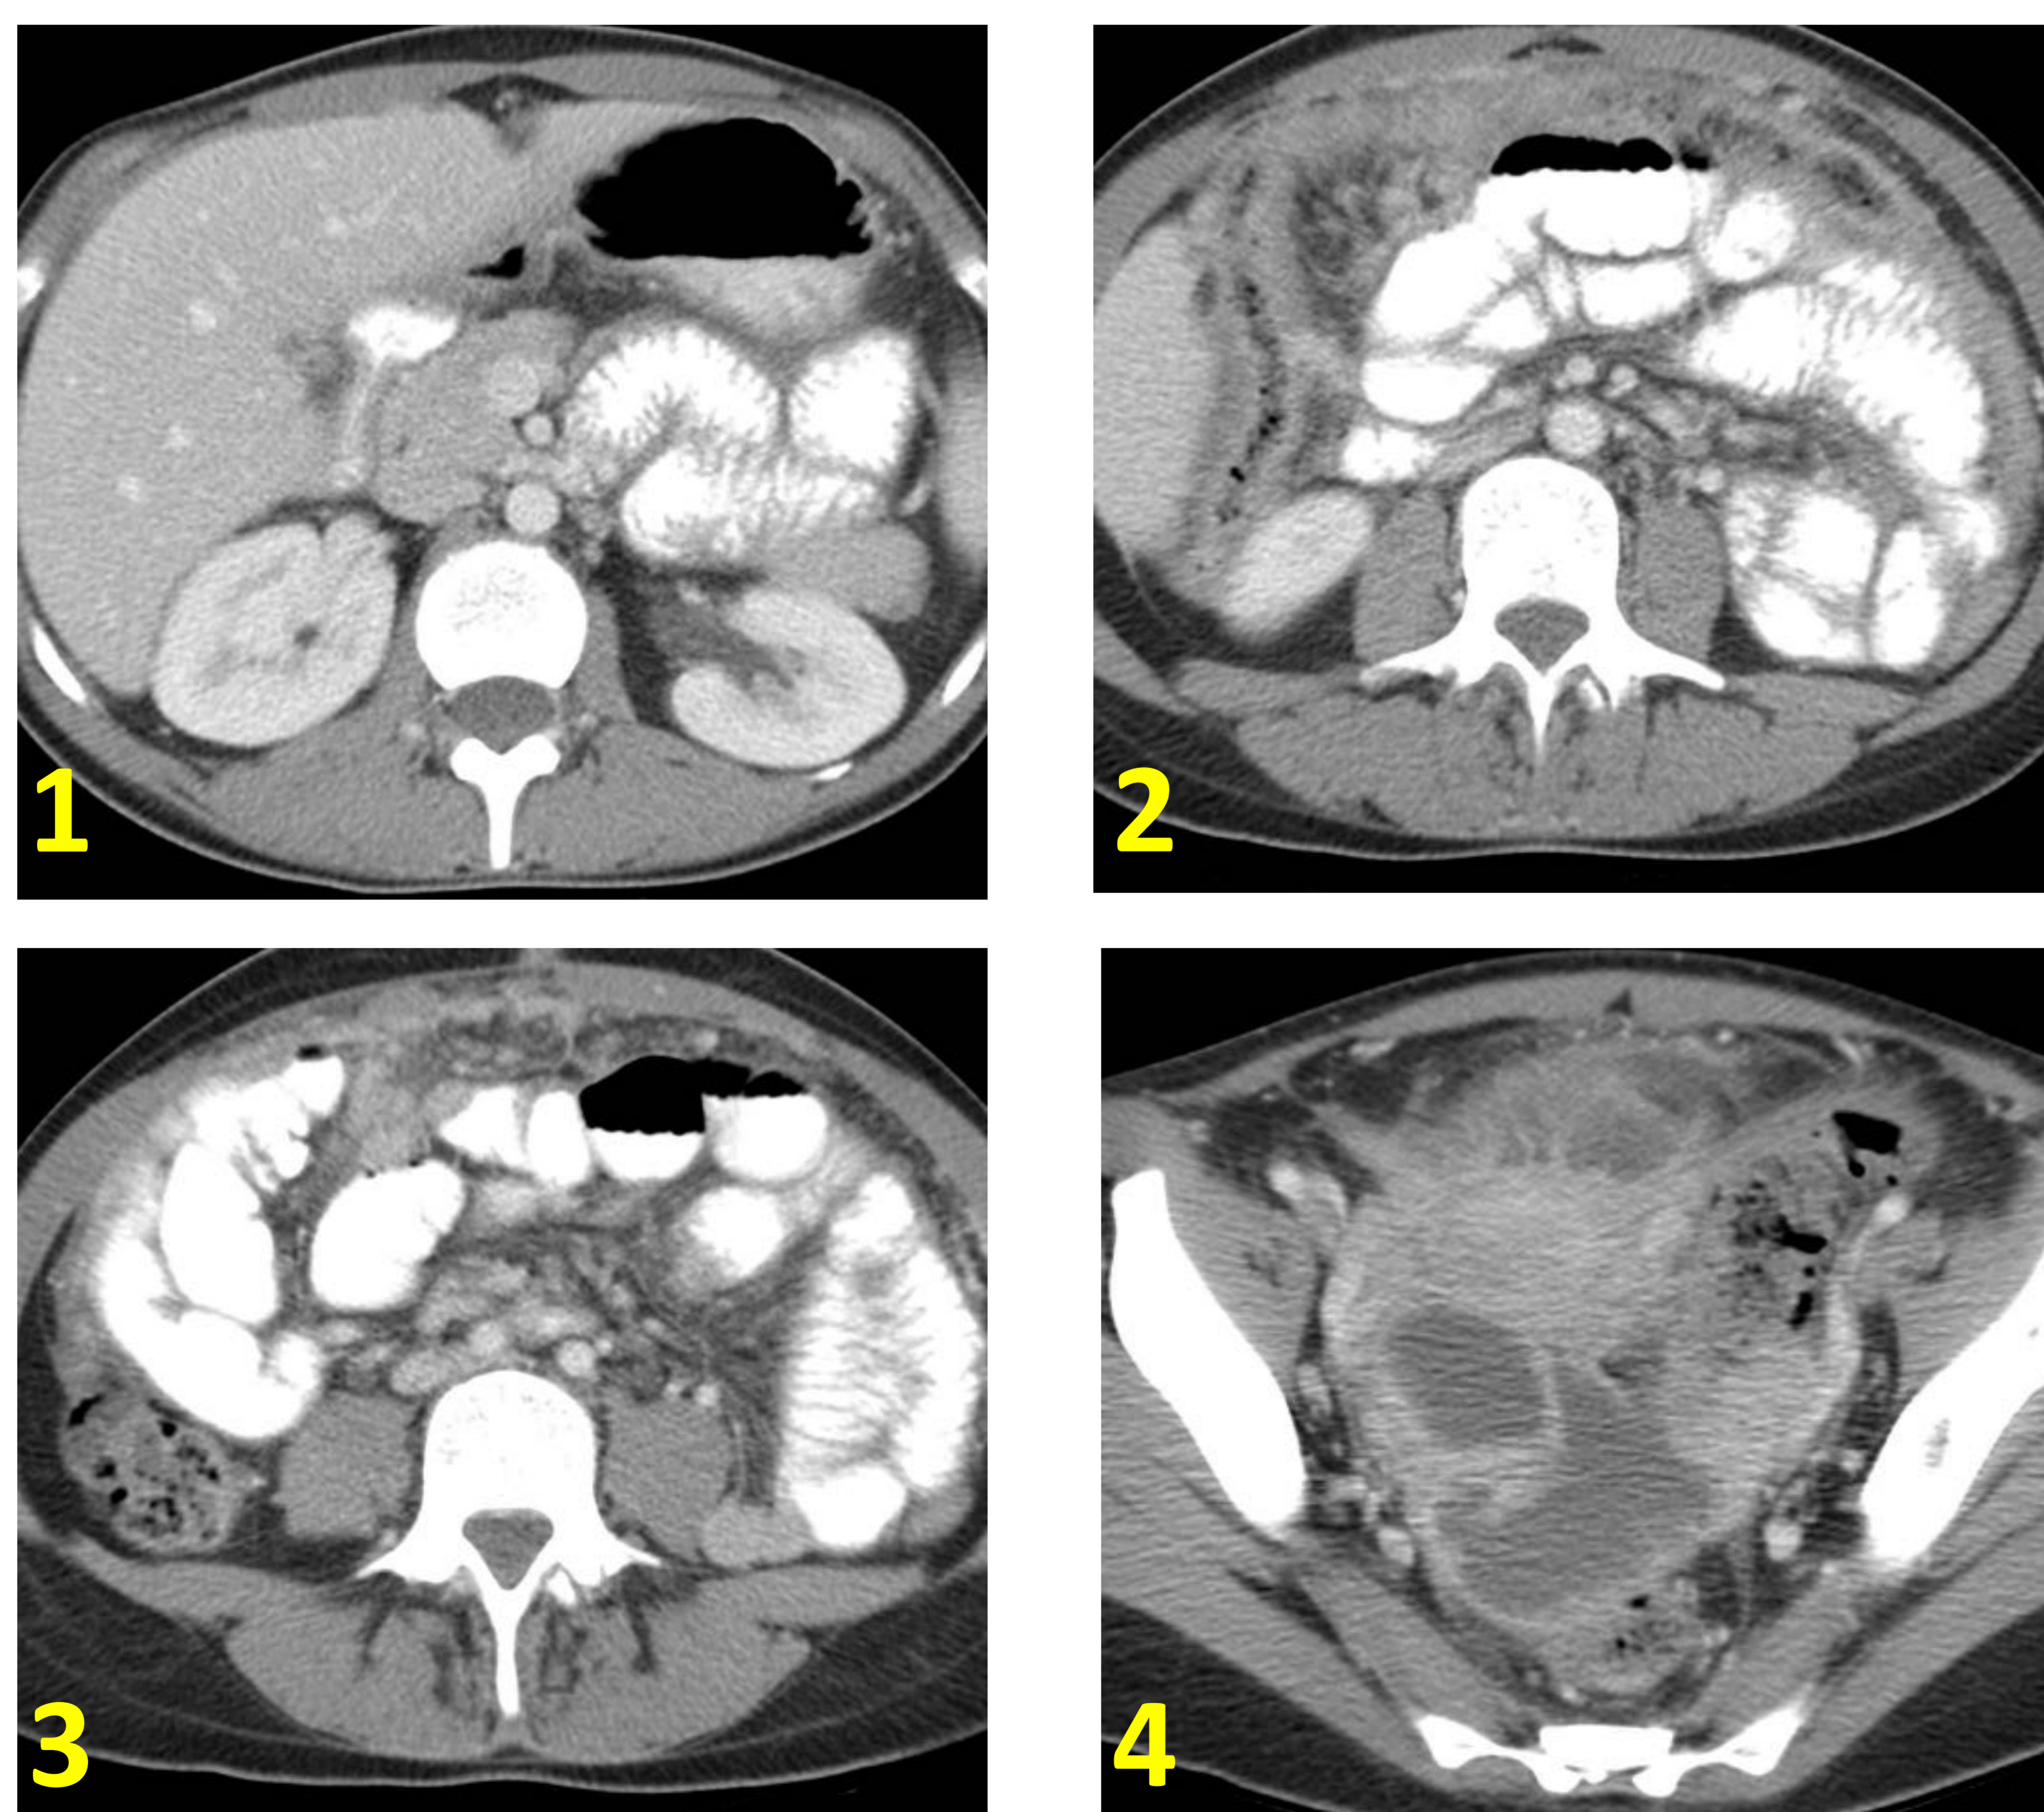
4 imágenes de un TC abdominopélvico en fase portal tras administrar contraste oral: Esta prueba se realiza a la misma paciente un mes después, y se observa una resolución del líquido perihepático (1). Aparición de afectación de la grasa omental que presenta un aspecto infiltrativo similar al signo "Omental Cake" (2), también se observa focos de engrosamiento pleural y la aparición de nódulos bien delimitados de coeficiente de atenuación de partes blandas intraperitoneal (3). Persistencia de la colección en el fondo de saco de Douglas con mayor engrosamiento de la pared (4).
